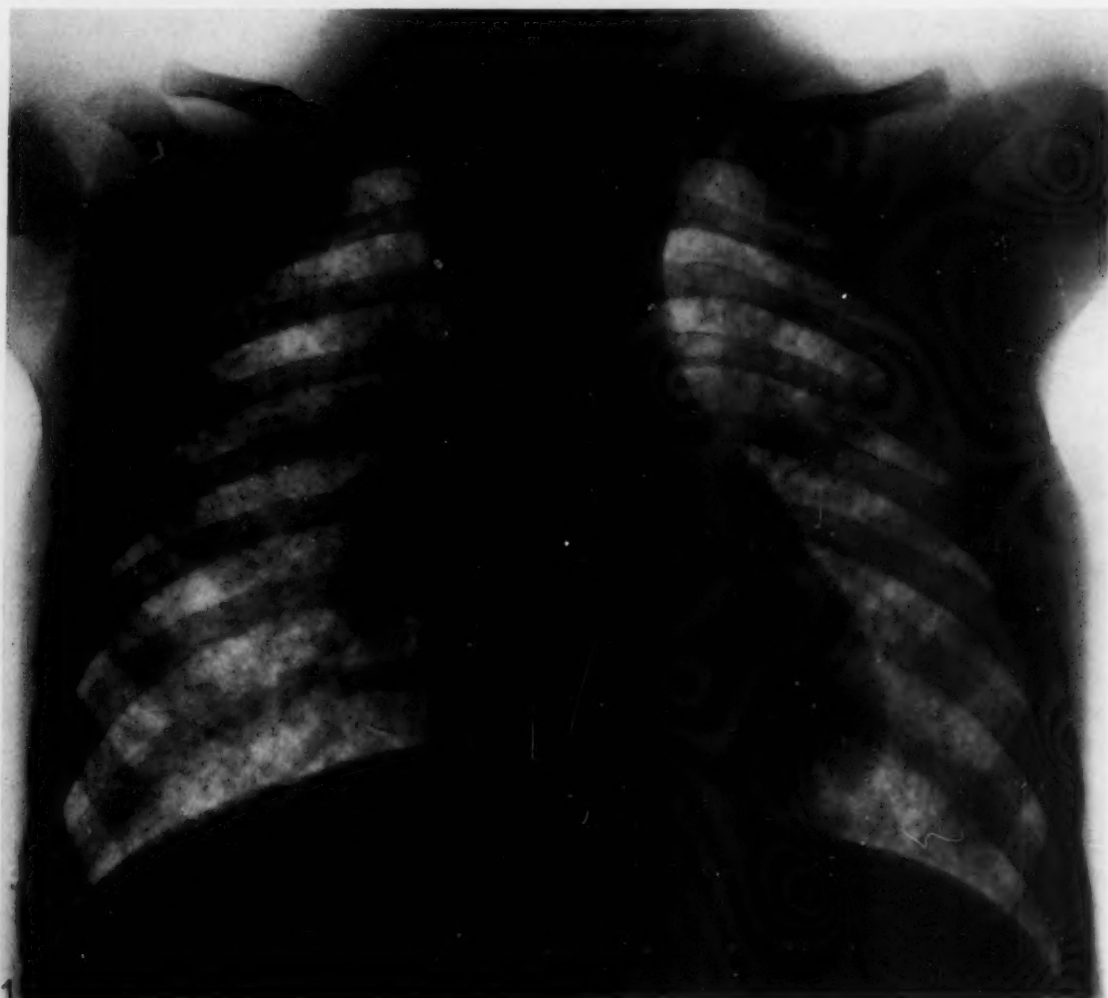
(Fall 1). Röntgenbild post mortem.
